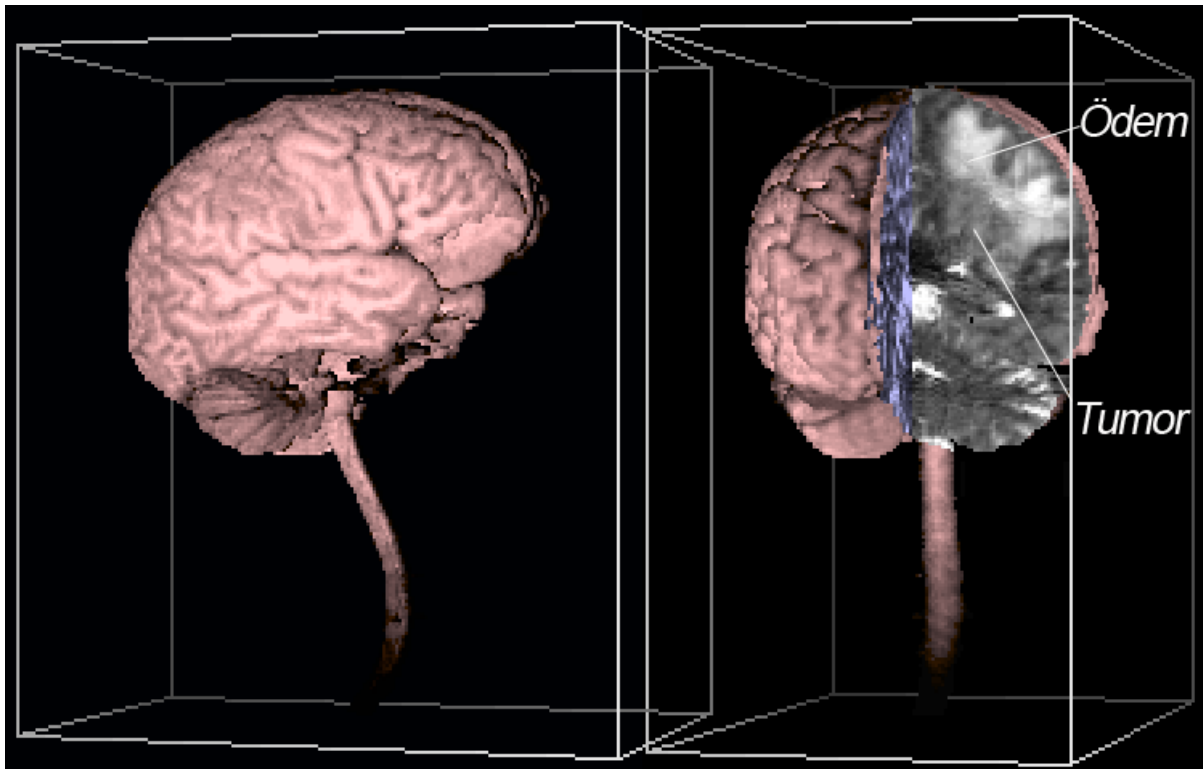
Erstes 3D-Modell des Gehirns eines lebenden Menschen, erstellt aus Magnetresonanztomogrammen. Im aufgeschnittenen Bild ist ein Tumor umgeben von einem Ödem zu sehen (1987)
